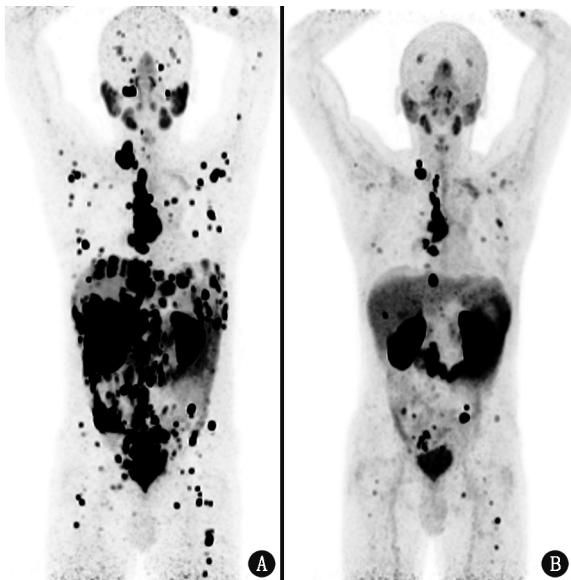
转移性去势抵抗性前列腺癌(mCRPC)患者(57 岁) ^{225}Ac -前列腺特异膜抗原(PSMA)-617 治疗前后 ^{68}Ga -PSMA-11 PET/CT 显像图。患者确诊前列腺癌后接受了手术、内分泌治疗、放化疗、靶向治疗及 ^{177}Lu -PSMA 治疗,仍出现疾病进展,随后接受 ^{225}Ac -PSMA-617 治疗。A. 治疗前显像最大密度投影(MIP)图示全身多发转移(骨、淋巴结、肝),显像剂摄取明显增高;B. ^{225}Ac -PSMA-617 治疗 2 个周期后显像 MIP 图示全身转移灶数量明显减少,显像剂摄取较前明显减低
